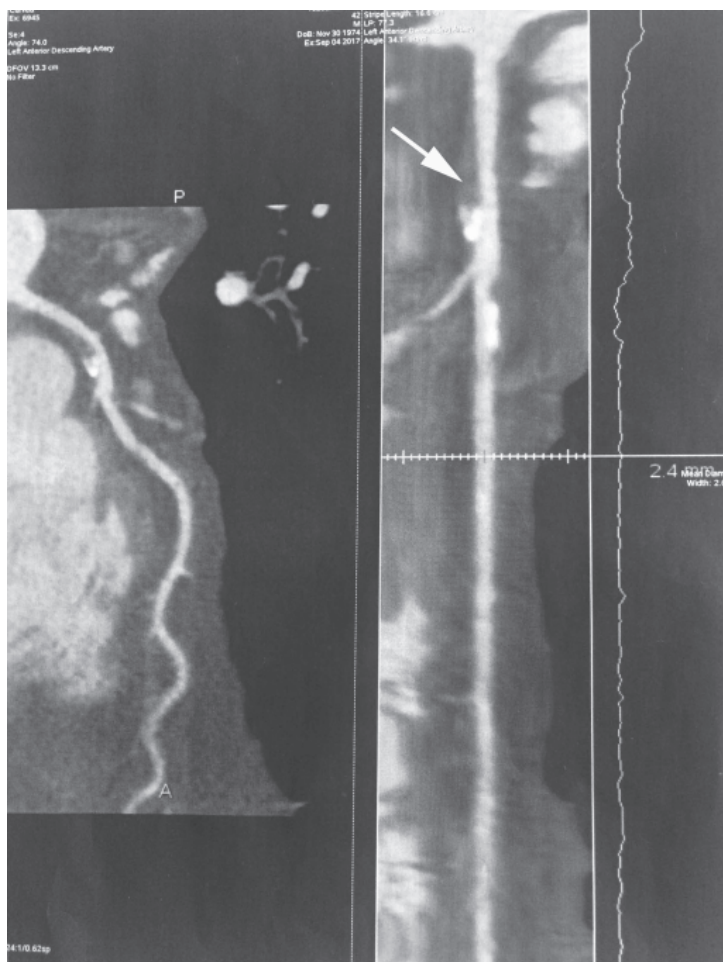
КТ-ангиография больного Л. Мягкая липидная бляшка в диагональной ветви передней нисходящей коронарной артерии (указано стрелкой)
